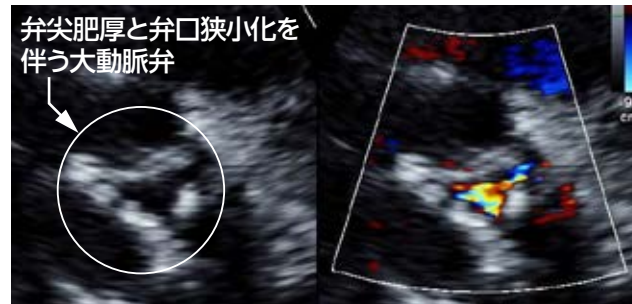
経胸壁心エコーによる傍胸骨大動脈弁レベル短軸像
